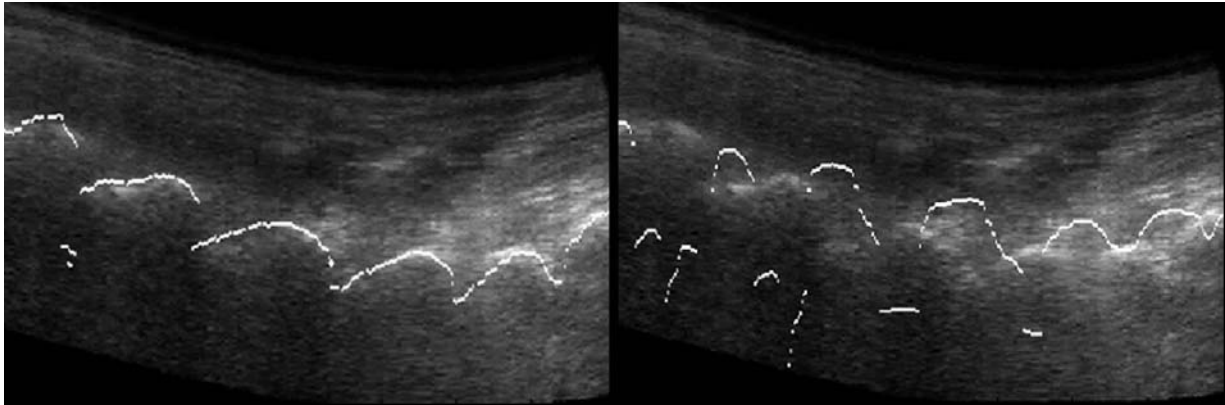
Projektion der 3-dimensionalen CT-Oberfläche in den 3-dimensionalen Ultraschallbilddatensatz. Links nach erfolgreicher Registrierung, rechts die initiale Lage vor Registrierung.
